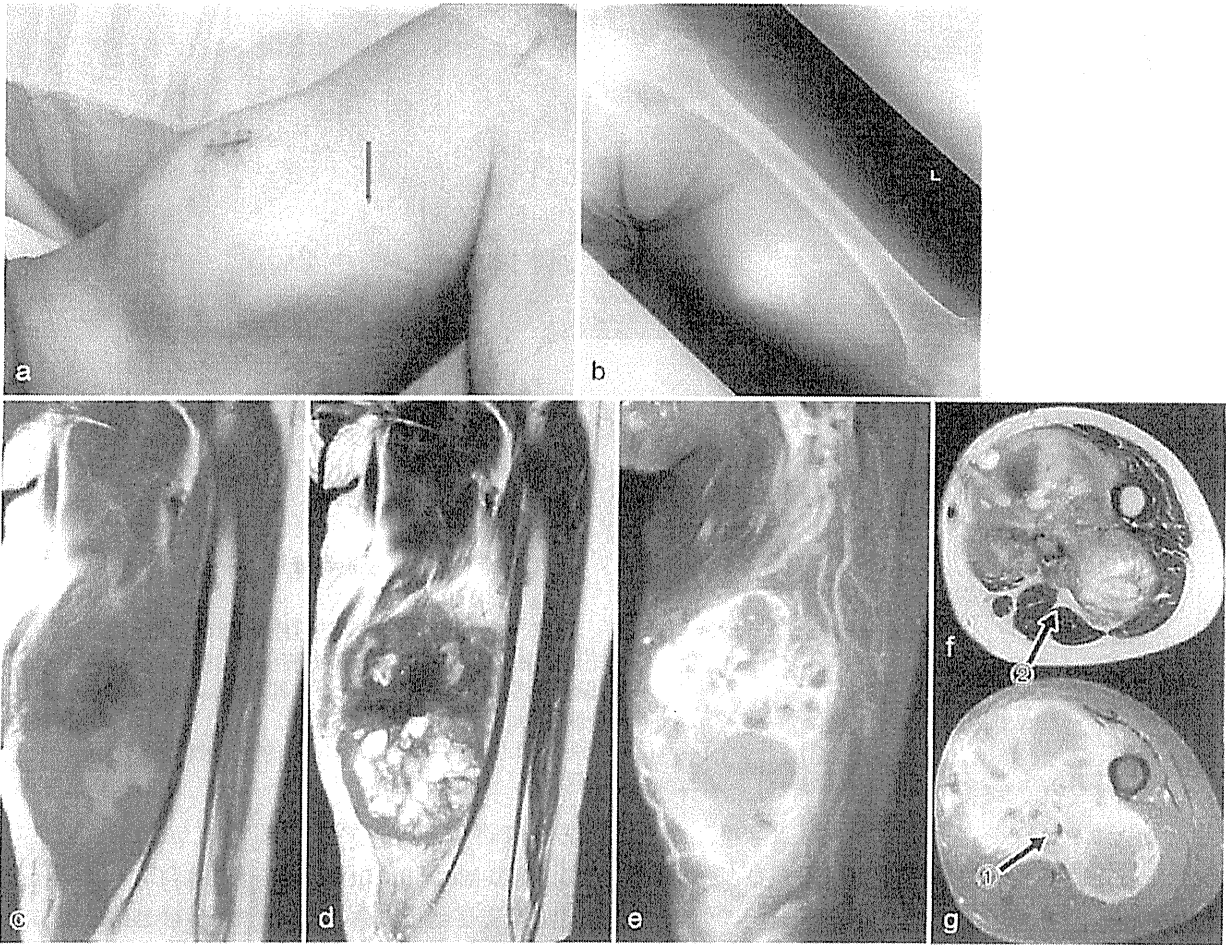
初診時左大腿肉眼的画像，単純X線像，およびMRI
